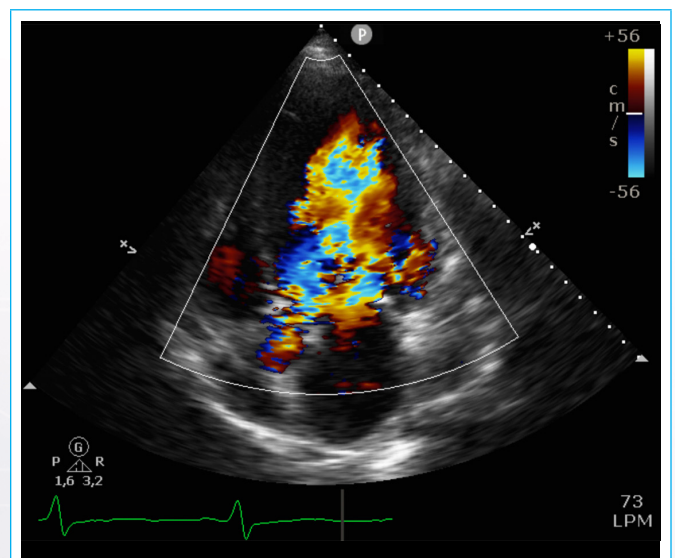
ETT plano apical 4 cámaras, *doppler* color. Jet de insuficiencia aórtica severa que alcanza el ápex del ventriculo izquierdo.
